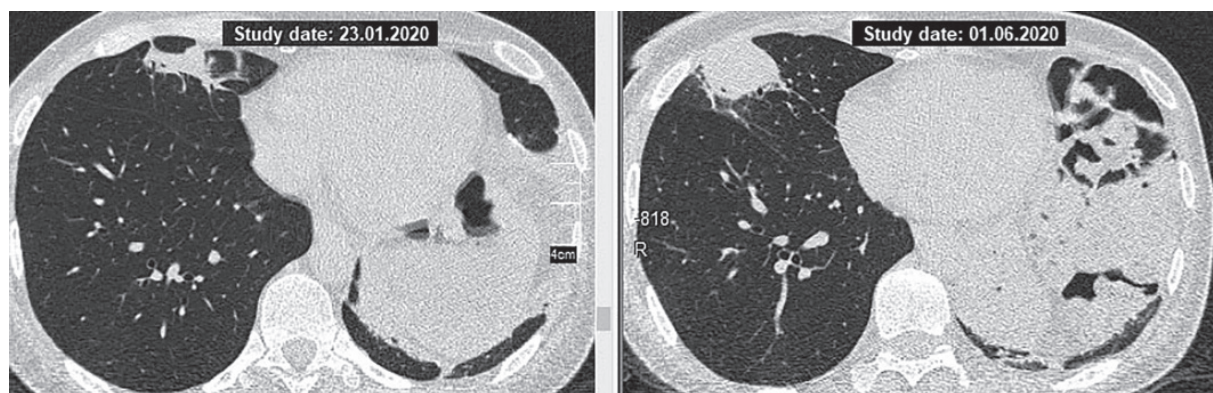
КТ: прогресування змін у правої легені
